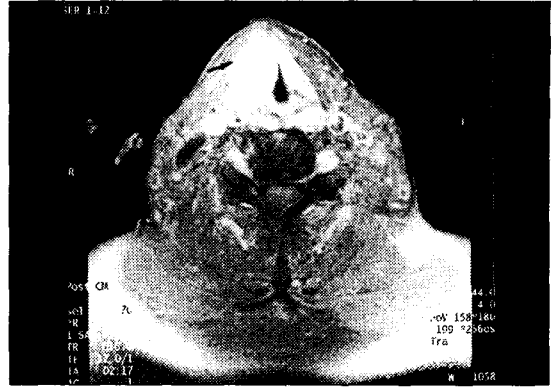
Axial scan of Neck MRI(postenhanced T1WI). There are right lateral extension of the lesion obliterating the paraglottic space and beyond the thyroid cartilage(black arrow).
